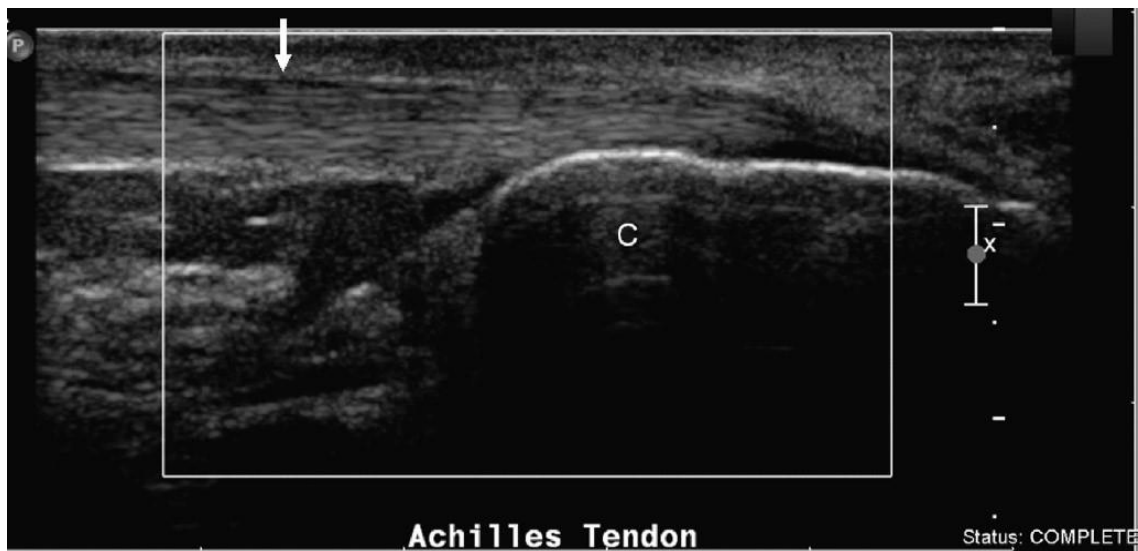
Estado normal del tendón asintomático. Fuente: Chen D, Caldera F, Kim W. Acute Achilles Tendinopathy Diagnosed with Ultrasound (31)
